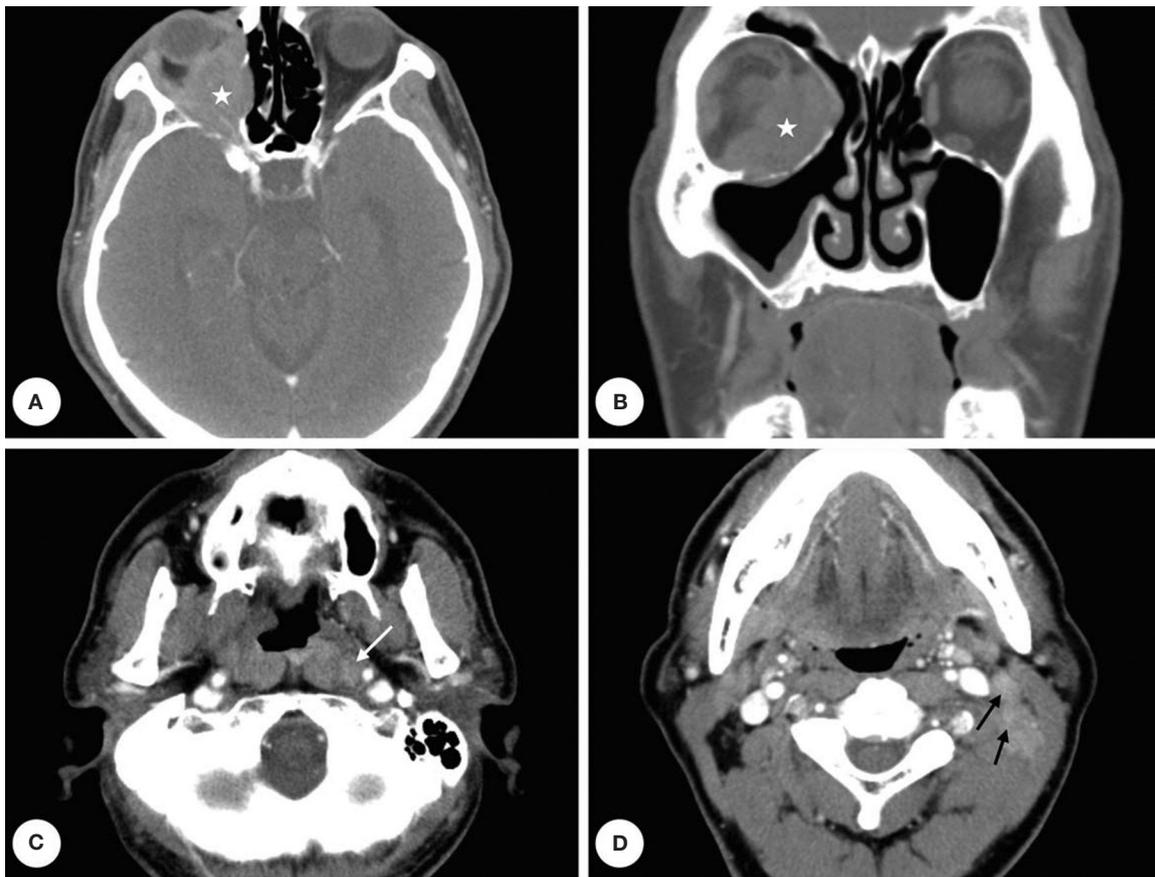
Imagens de tomografia computadorizada (TC) do caso 2. As imagens axiais (A, C, D) e coronal (B) revelam tumor de tecido mole (★) nos espaços extraconal e intraconal da órbita direita. Além disso, observa-se assimetria da nasofaringe esquerda e linfonodos metastáticos nas áreas do nível II (seta preta) e retrofaríngea (seta branca) da região cervical esquerda.
